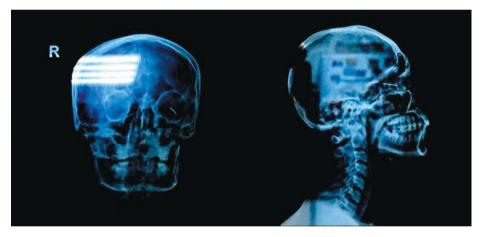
Рентгенография черепа в двух проекциях
